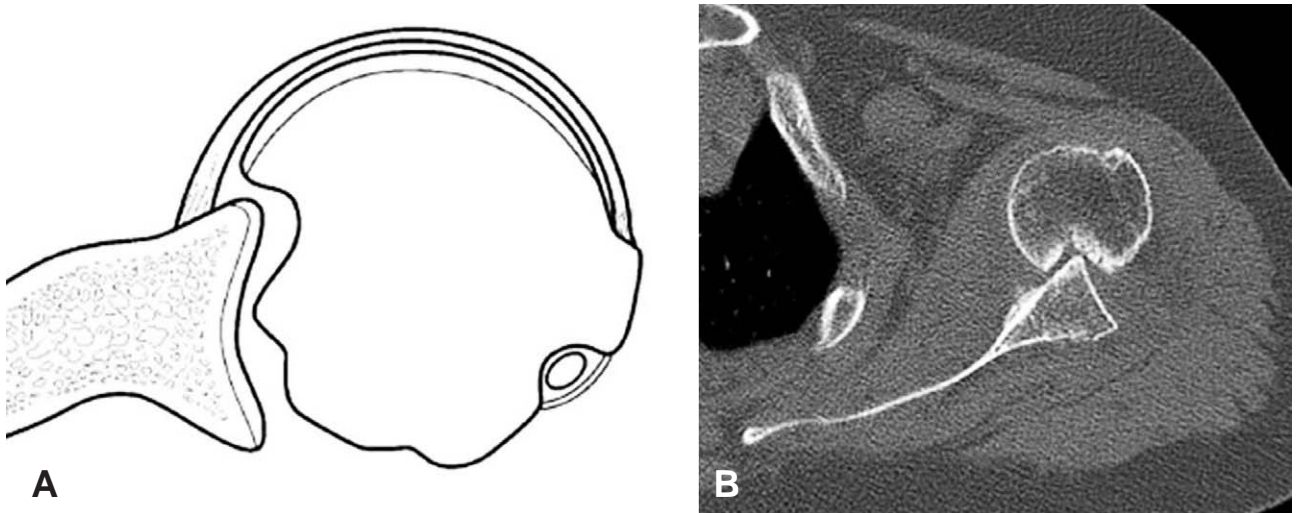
(A) A small amount of external rotation can cause the Hill-Sachs lesion to engage the anterior glenoid. (B) Axial CT image of the patient with an engaging Hill-Sachs lesion.
